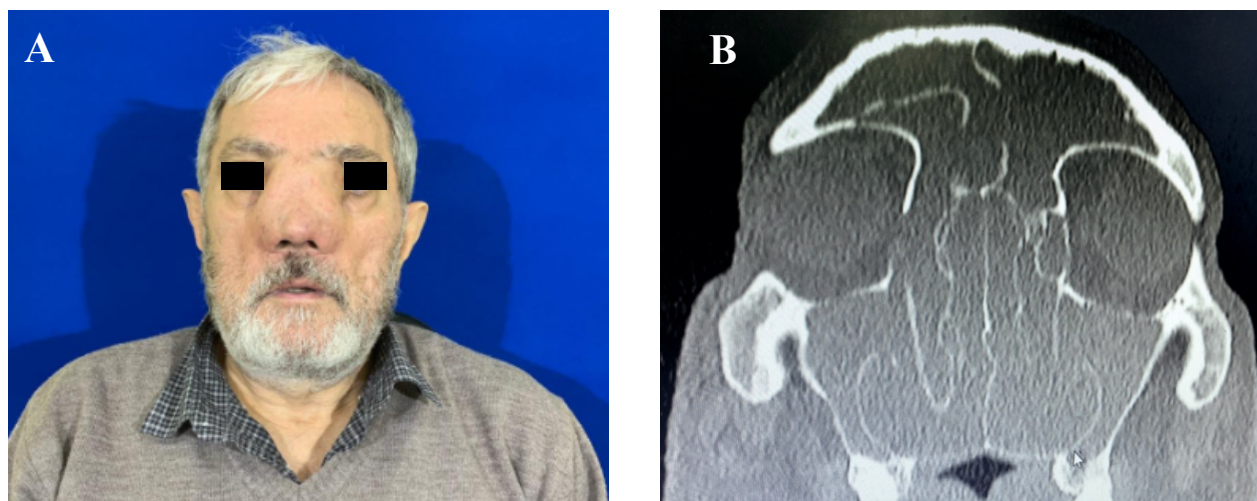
Фотография и КТ ОНП пациента. А – внешний вид пациента (анфас) с деформацией наружного носа в виде расширения спинки носа на фоне ПРС.
